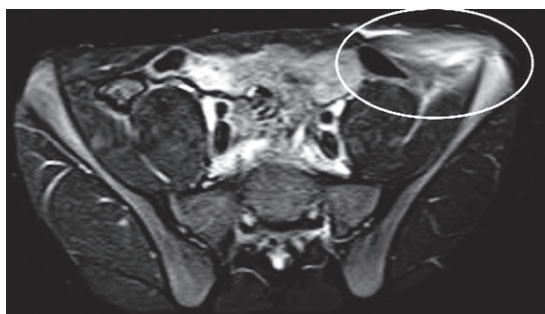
腹部単純 MRI STIR 像：腹斜筋，腹横筋と腸骨翼に高信号域を認める．
